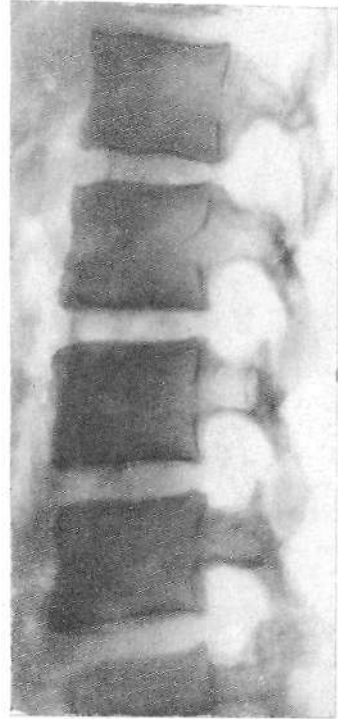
Рентгенограмма препарата позвонков ребенка 7 лет; одна половина сагиттального распила. Хорошо заметны выемки в области передних «углов» тел позвонков (по Schmorl и Junghanns).
